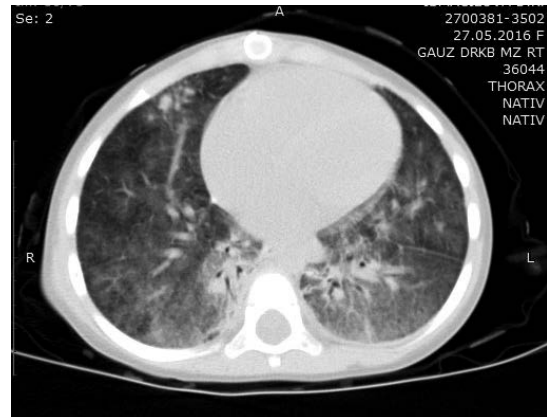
Компьютерная томограмма легких: диффузное поражение легких в виде множества сливных акинарных очагов, уплотнения на фоне выраженного уплотнения ретикулярной ткани, аденопатия внутригрудных лимфоузлов.
